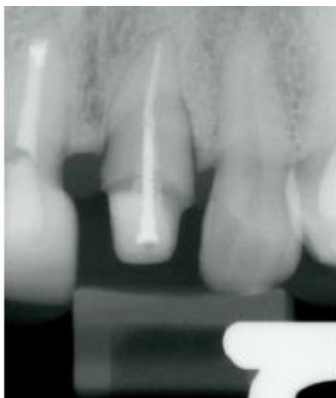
Radiografia de dente 2.1 depois de removida a sua coroa. (In Cotton *et al.*, 2007)
